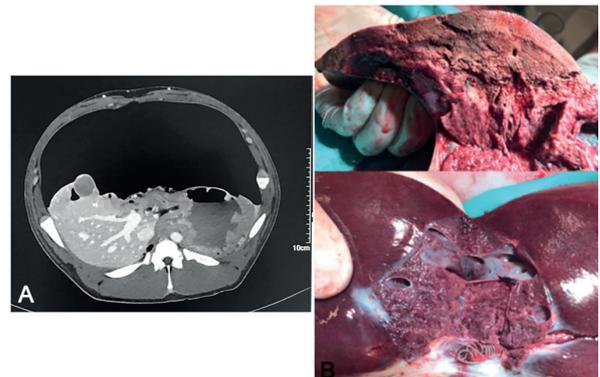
A) CT após hepatectomia laparoscópica; B) lobo hepático direito, ramo direito da veia porta e vesícula biliar.
